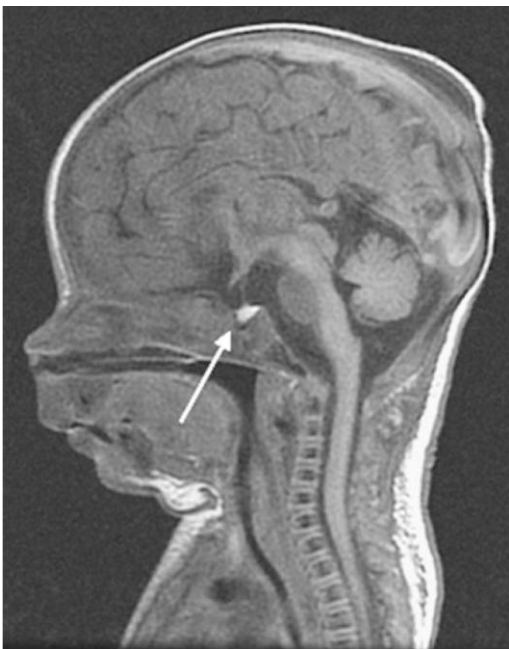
IRM coupe sagittale T1. Hypophyse normale.
